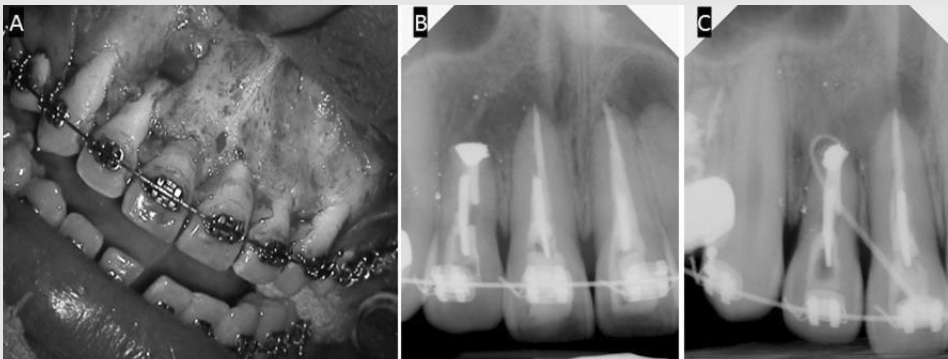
아말감을 이용한 치근단 수술이 실패한 증례. 19세 남환이 1개월 전쯤 #12 치아에서 고름이 나왔으며 현재 고름 주머니가 존재하며 별다른 통증은 없다는 주소로 내원하였다. 치과 병력으로 10여년 전 외상으로 인하여 #12,11,21 치아가 완전 탈구되어 재식한 뒤 세 번의 치근단 수술을 받은 병력이 있었다. 거타퍼차 콘을 이용한 tracing 상 #12 치아가 누공의 원인으로 판단되었고, #11,21 치아도 불완전한 근관치료를 동반한 치근단 치주염으로 진단되었다. (A) 기존 치근단 절제술을 받은 #12 치아의 광범위한 순측 골 소실이 관찰된다. (B) Preoperative intra-oral x-ray. 치근단 절제술을 받은 #12 치아가 관찰되고, #13,12,11 치근 주위 조직에 아말감 조각들이 산재된 양상이 관찰된다. (C) 거타퍼차 tracing을 통하여 누공이 #12 치아의 치근단에서 시작됨을 알 수 있다.
